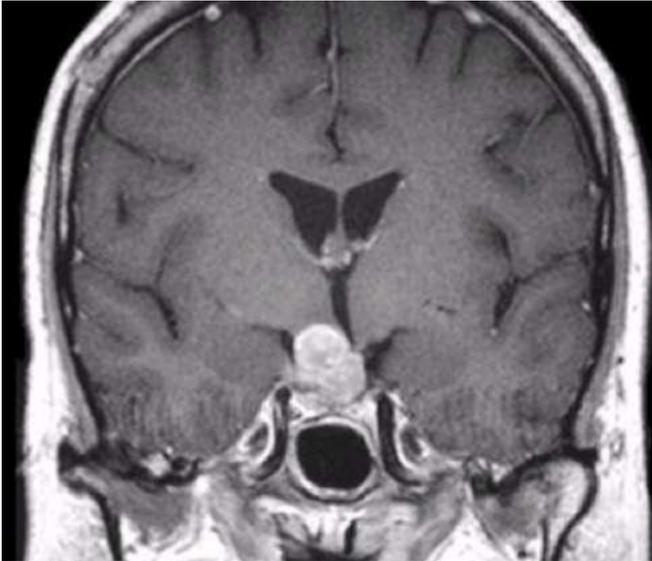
RM de sela túrcica com evidência de adenoma hipofisário.
